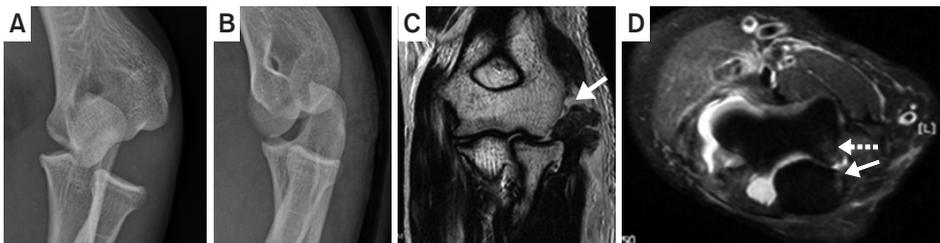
(A, B) Simple anteroposterior and lateral radiographs of posteromedial dislocation of the elbow joint. (C) On the T1-weighted coronal view of magnetic resonance imaging (MRI) scan, there is a distractive injury pattern of the lateral collateral ligament complex caused by the varus force and migrated distally from the original attachment site of the lateral epicondyle (solid arrow). (D) On the T2-weighted fat suppressed axial view of the MRI scan, there is medial bony contusion on the posterior trochlea (dotted arrow) and proximal ulna (solid arrow).
